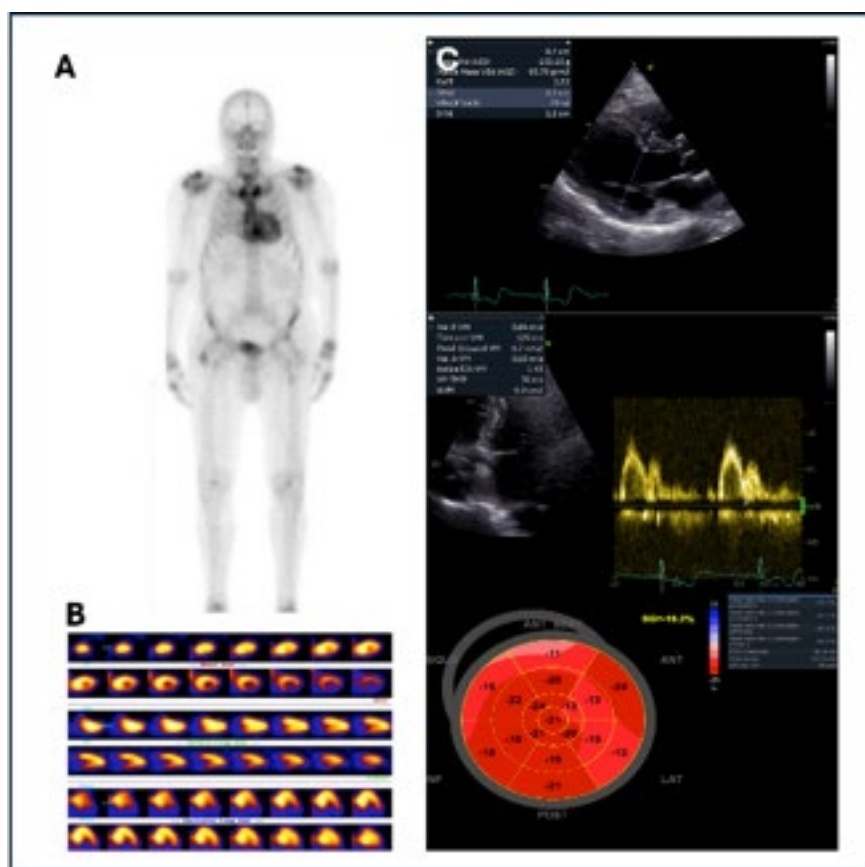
Paciente de 72 años, asintomático, en el cual se realizó un centellograma óseo para estadificación de cáncer de próstata. A- captación cardíaca de fosfonatos Perugini grado 3. B- SPECT que confirma la captación miocárdica del radiotrazador. C- Ecocardiograma que muestra un septum interventricular de 12mm, disfunción diastólica grado 1 y strain longitudinal global conservado.
